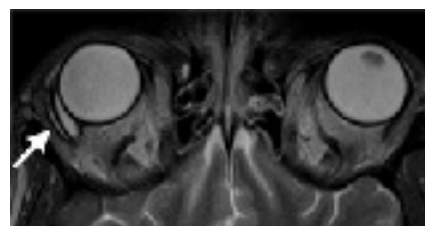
IRM, vue axiale, pondération T2. La flèche indique l'emplacement de l'implant de drainage Ahmed sous forme d'une mince structure curvilinéaire hypointense. Sous l'implant, présence d'une collection liquidienne à parois fines (bleb).
